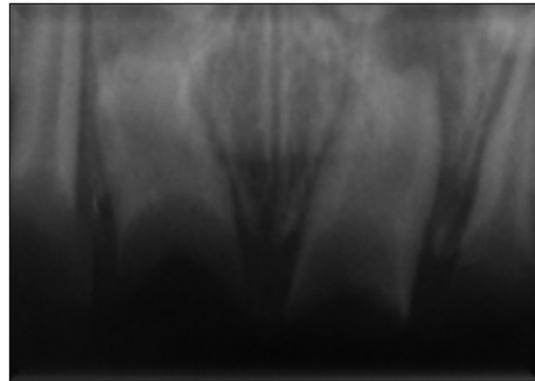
Clinical photograph and standard radiographic view of pre-treatment.
